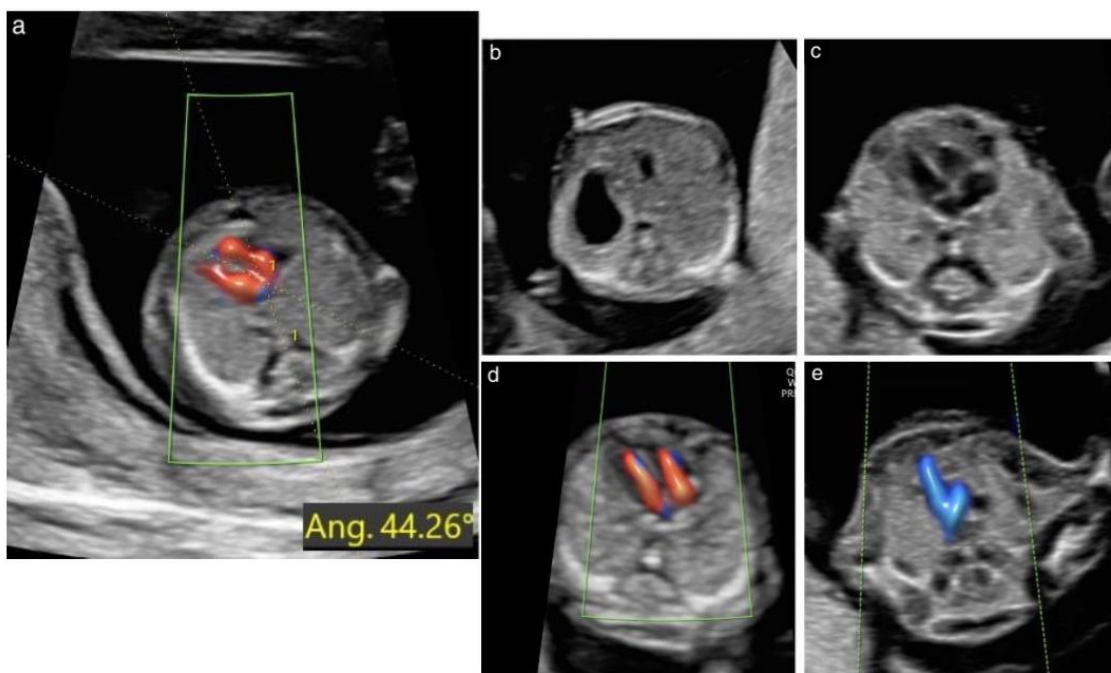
El examen cardíac en las primeras etapas de la gestación debe centrarse en estos planos seleccionados, similar al examen del segundo trimestre: (a) demostración del eje cardíaco (calipers), (b) plano abdominal con demostración del estómago en el lado izquierdo, (c) plano de cuatro cámaras (escala de grises), (d) Plano de cuatro cámaras (Doppler color) durante la diástole y (e) plano de tres vasos y tráquea (Doppler color) durante la sístole.
